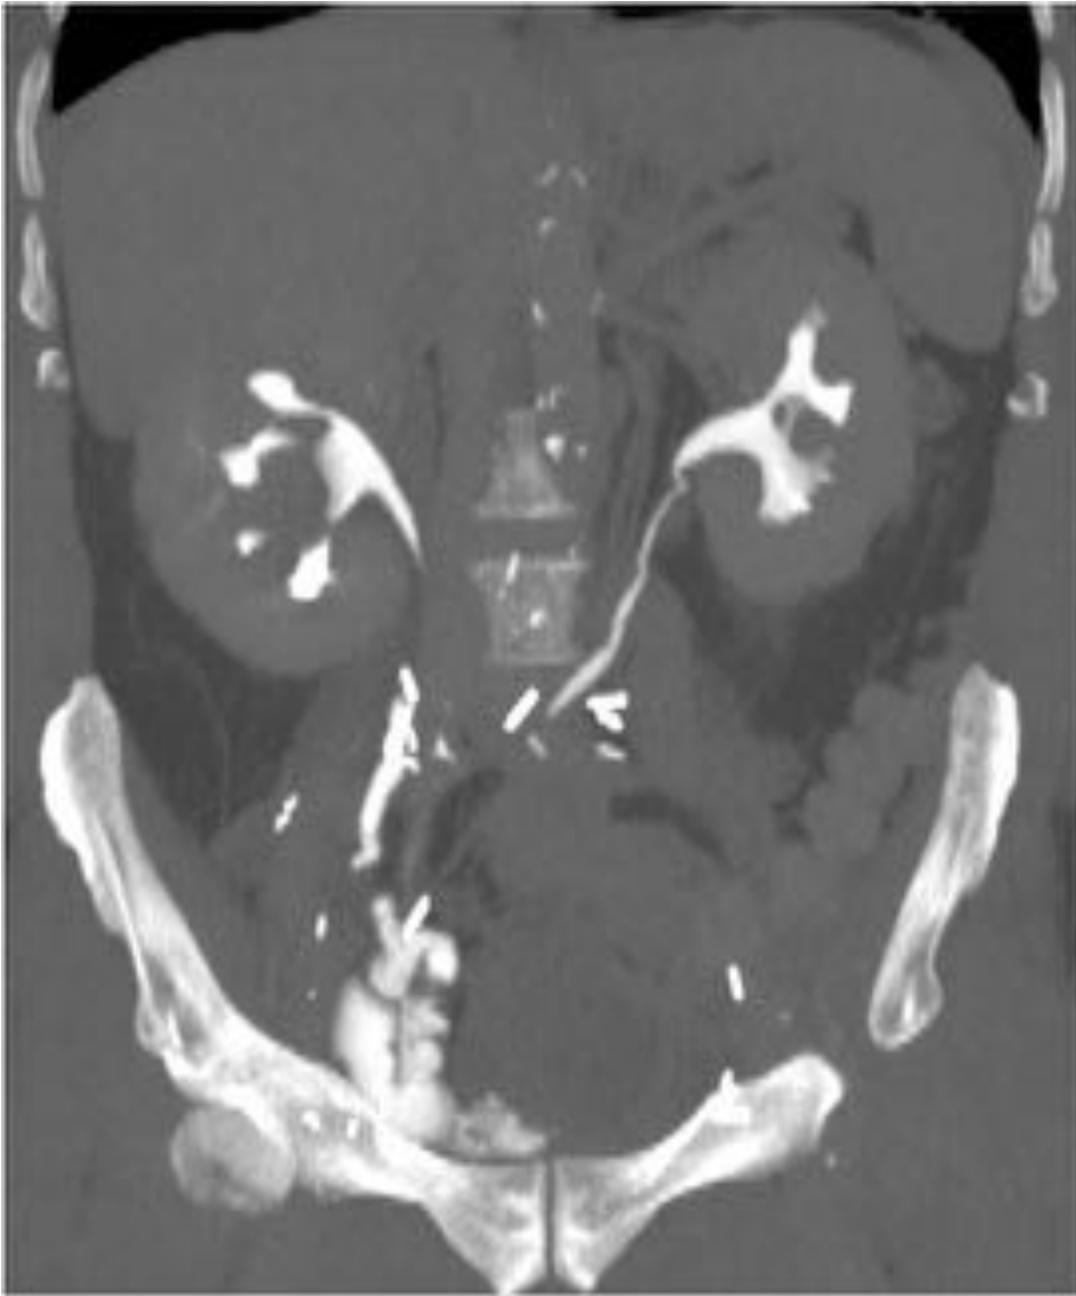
TC abdominal en fase excretora con reconstrucción coronal. Cistectomía radical y cirugía tipo Studer.
